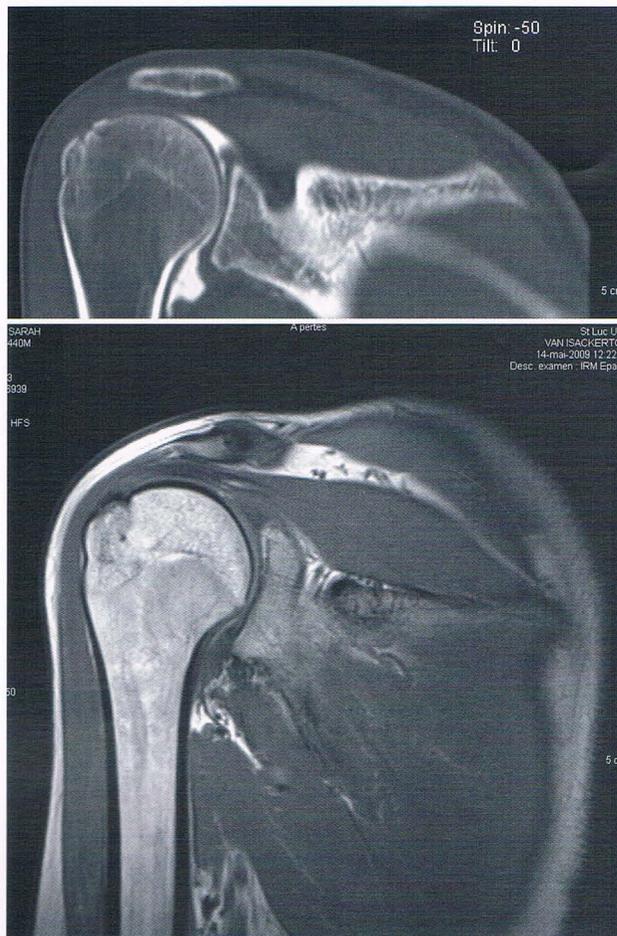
Arthro-scanner et IRM avec une irrégularité du tubercule majeur en rapport avec une avulsion corticale dans le site d'insertion du tendon du sus épineux avec une minime fissure de la face profonde dudit tendon.
